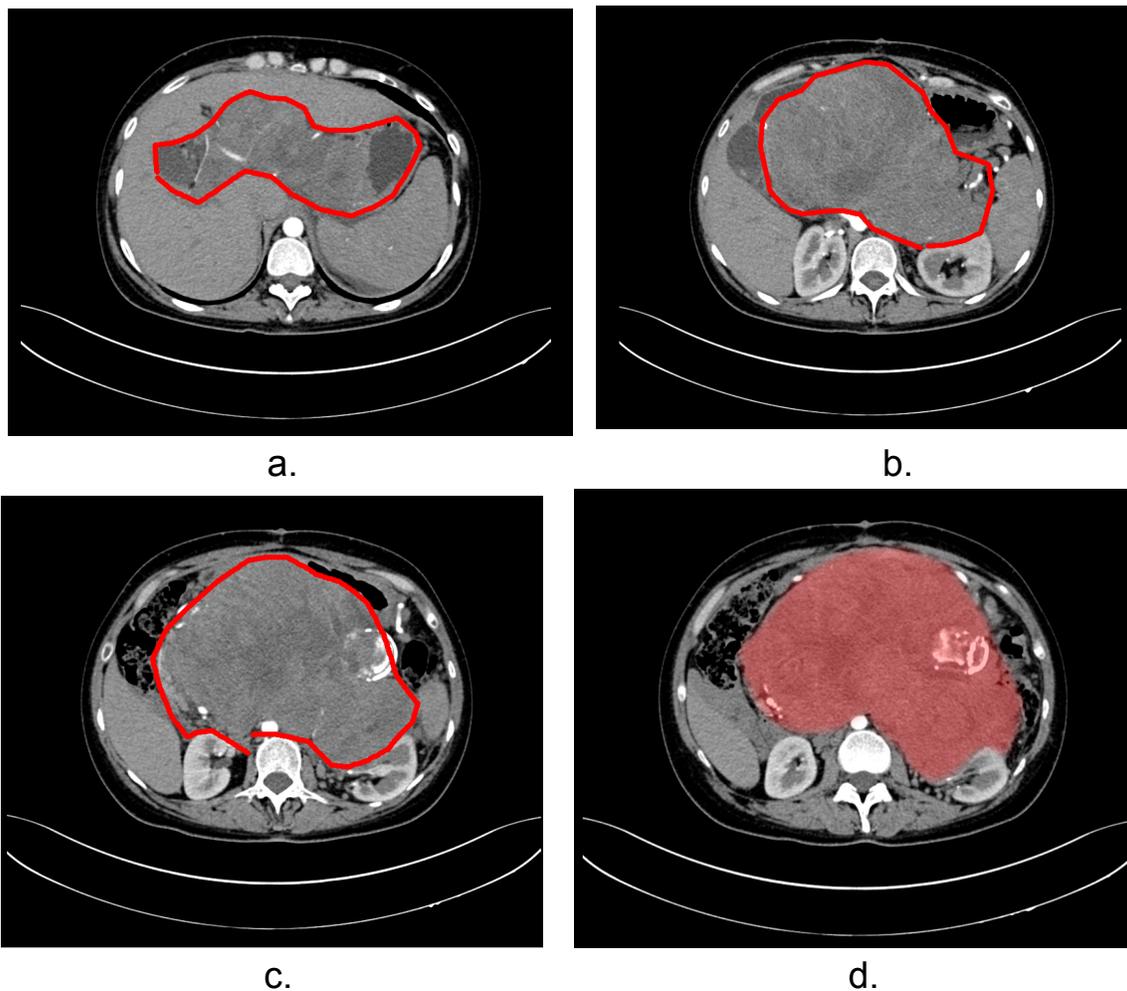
TAC abdominal Nancy P.C.
